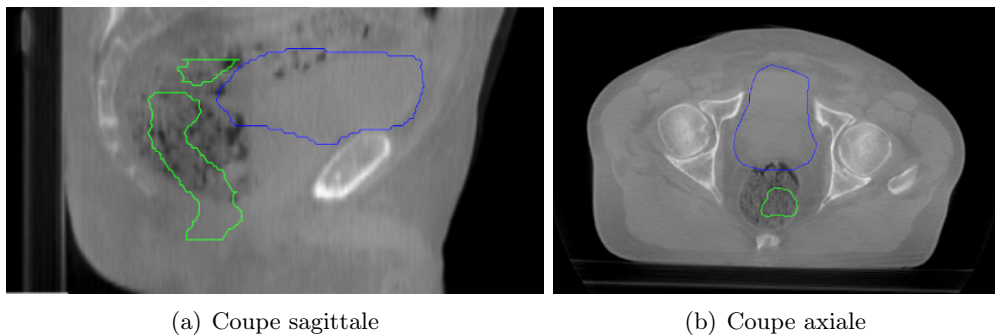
Superposition des délimitations de la planification sur l'image CBCT. En vert : rectum. En bleu : vessie.
